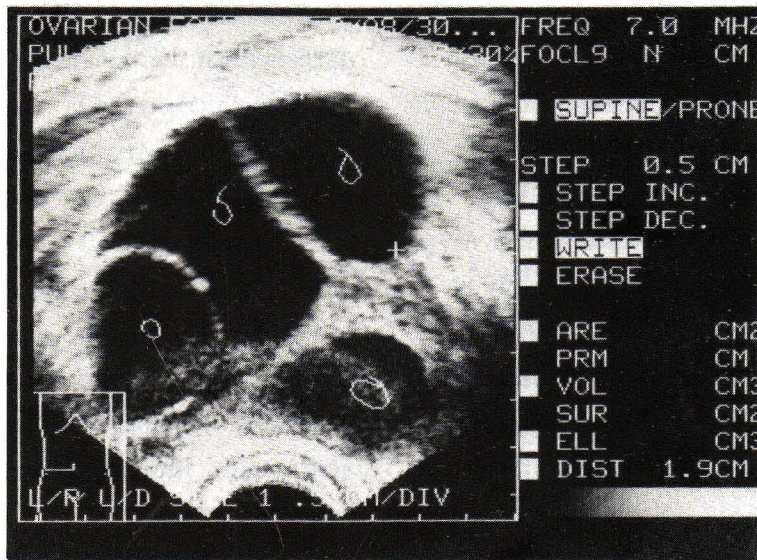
A demonstration of follicles and their sizes under trans-vagina ultrasonography
